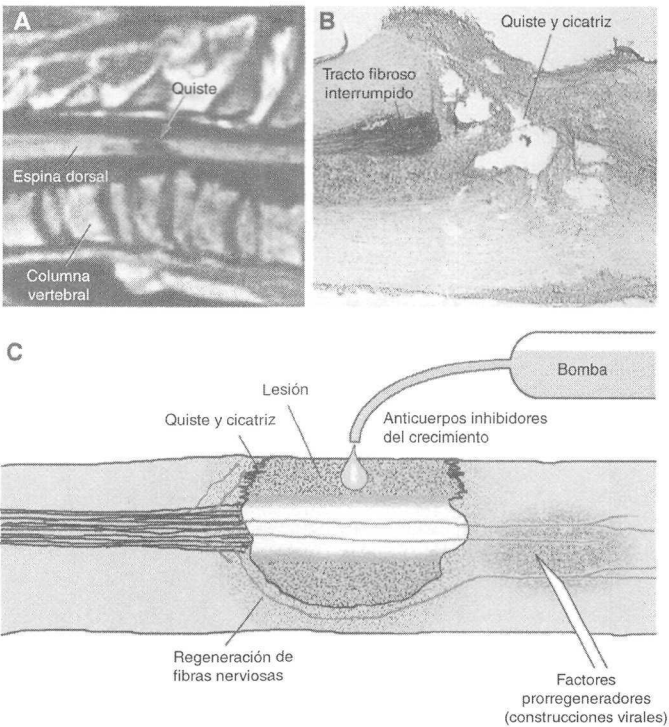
Neurobiocirugía (Modificada de: ME Schwab. *Science*, nº 5557, pg 1030). A) Imagen por resonancia magnética: formación quística producida a partir de una zona medular contusionada. B) Sección longitudinal anatomo-histológica a través de un área medular lesionada. C) Estrategias para separar la lesión medular.
